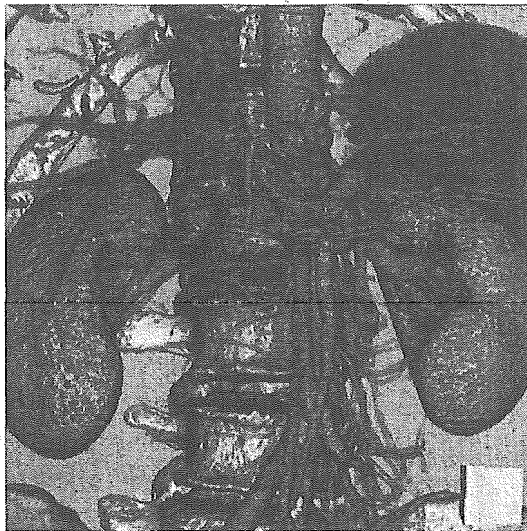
症例1ドナーの3D angiography (dynamic CTより構築): 国立病院機構千葉東病院放射線科
